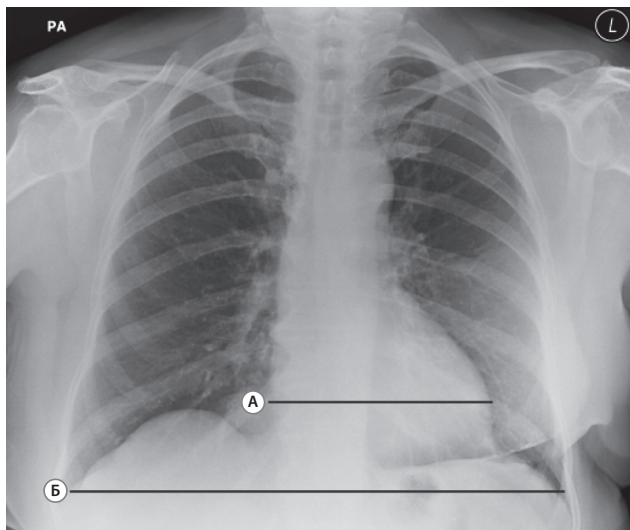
Измерения. На рентгенограмме органов грудной клетки представлены размеры (15,5 см) сердца (А) и диаметр (34 см) грудной клетки (Б). Кардиоторакальный индекс равен 15,5:34,0, что свидетельствует о нормальных размерах сердца. Случайная находка: на данном снимке определяется состояние после мастэктомии и установки грудного имплантата слева. Границы молочных желез асимметричны, а мягкие ткани над областью груди слева имеют повышенную плотность
